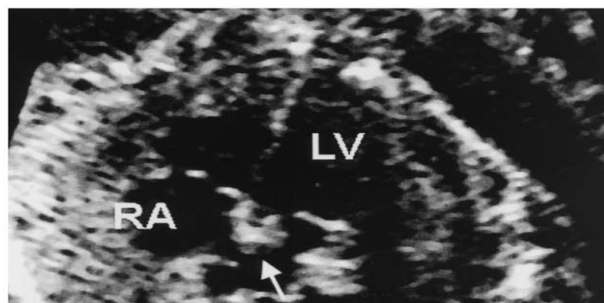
Ecocardiograma 2D (vista 4 cámaras)
